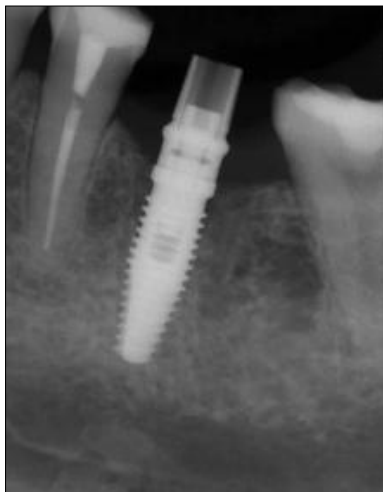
Radiografia pós cirúrgica imediata do implante.
